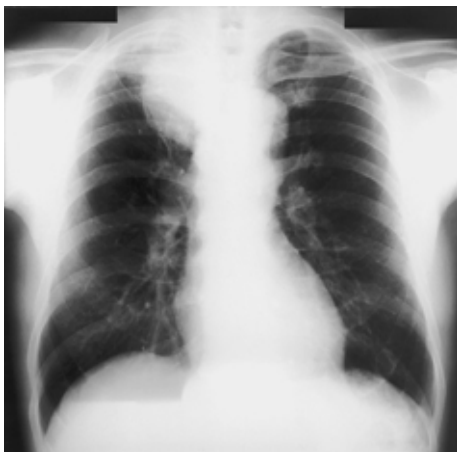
Chest radiograph on admission displaying a mass in the upper field of the right lung.
